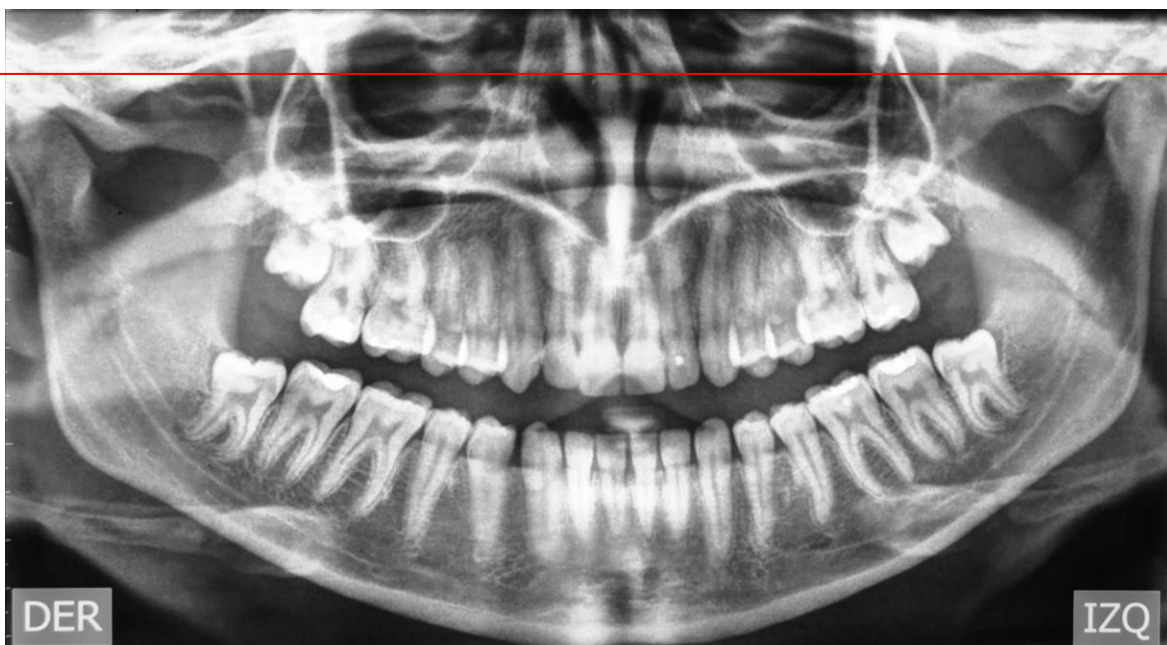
Radiografía panorámica inicial. (Historia Clínica).
